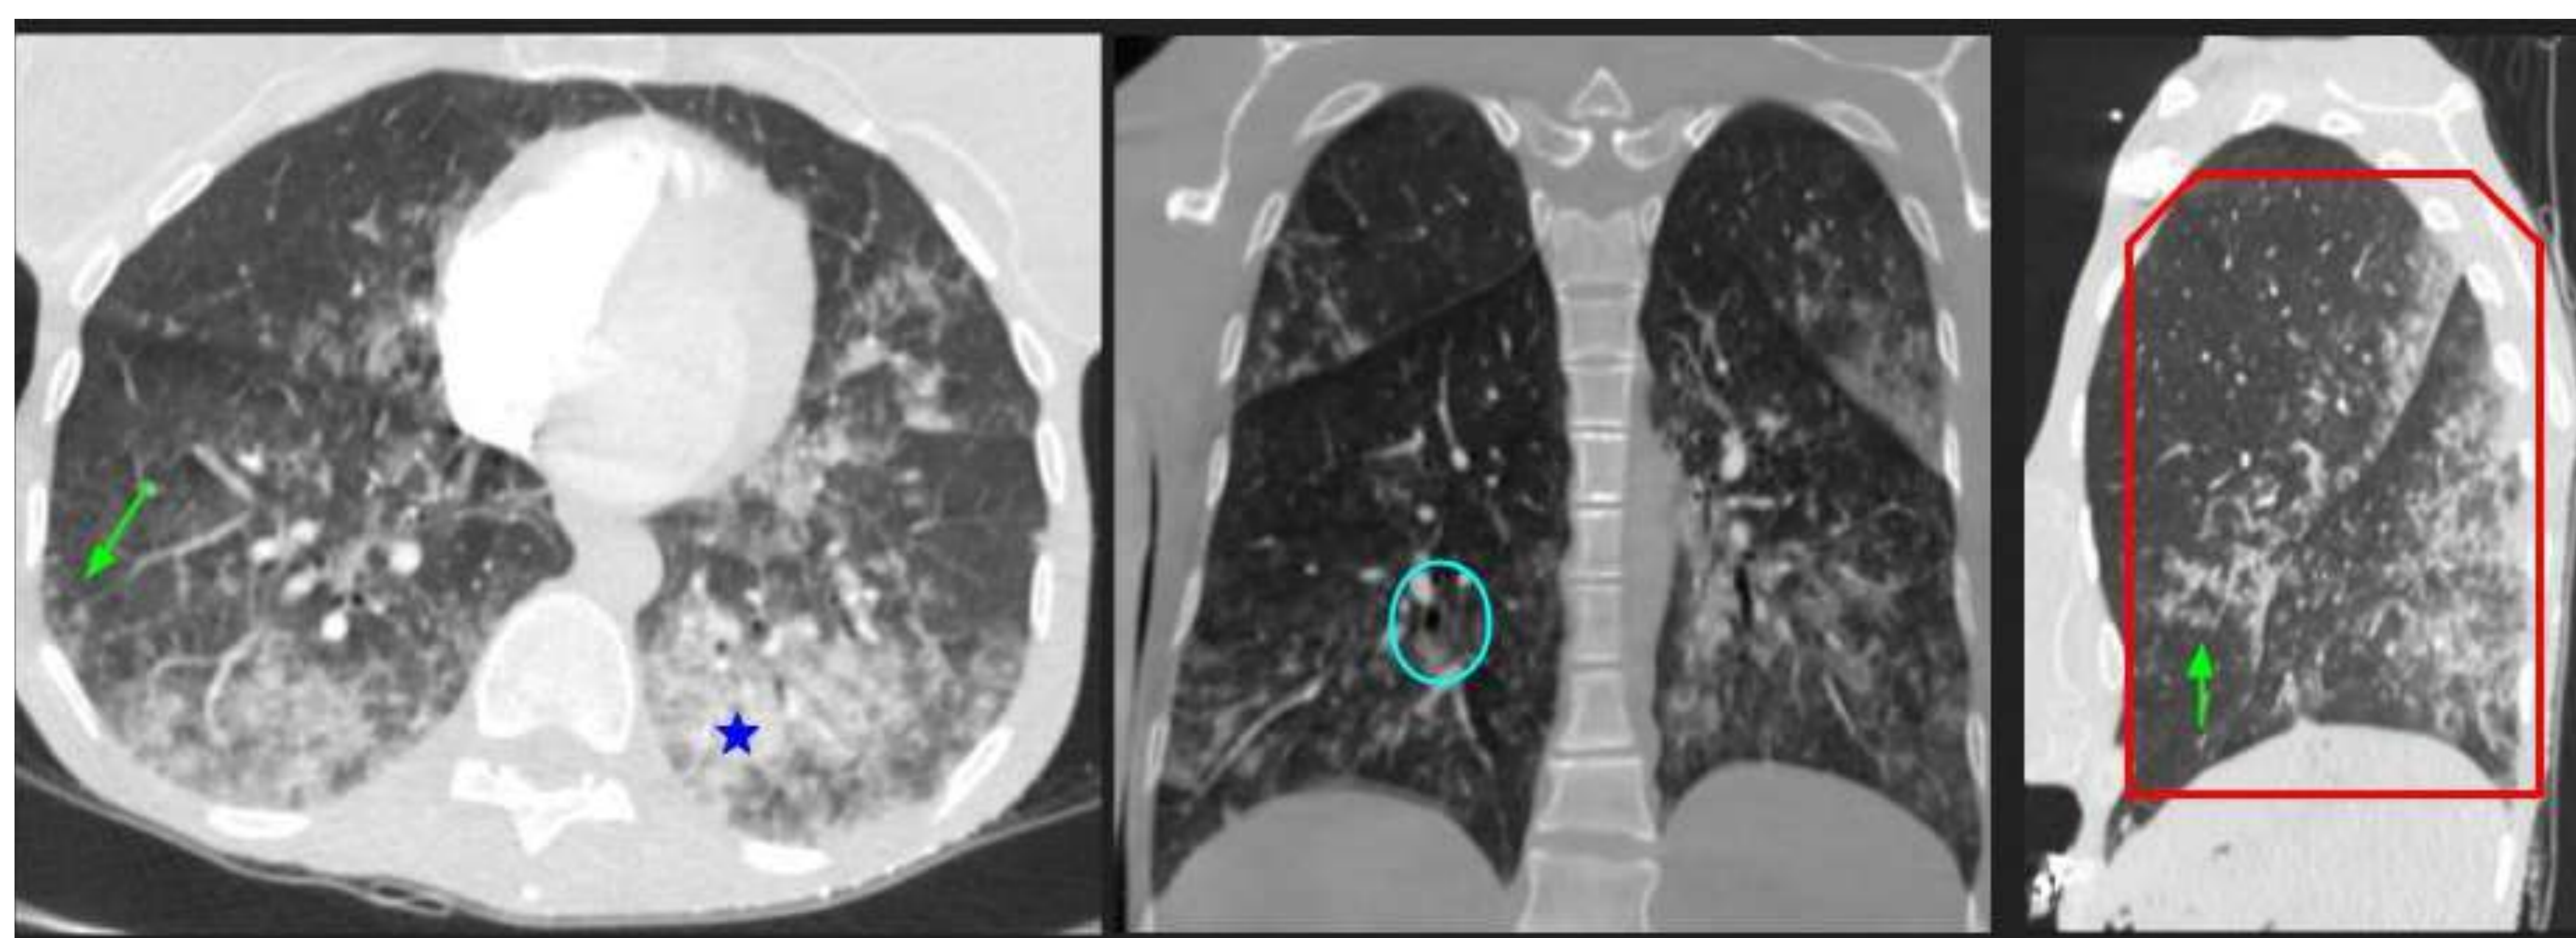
Imágenes TC de pacientes con neumonía por aspiración que muestran afectación de segmentos posteriores de los LLSS y segmentos superiores de los LLII, comúnmente involucrados en este tipo de neumonía. Los hallazgos radiológicos comunes en la TC son áreas de consolidación (★) rodeadas de opacidades en vidrio esmerilado, opacidades en "árbol en brote" (↗) y obstrucción bronquial (○).
